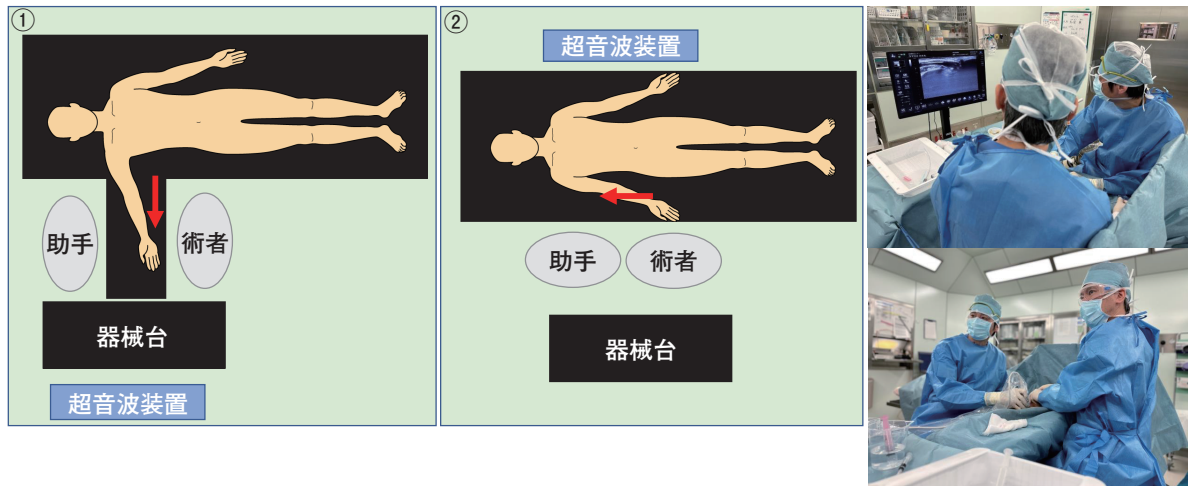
超音波ガイド下VAIT (二人法) の機械配置
